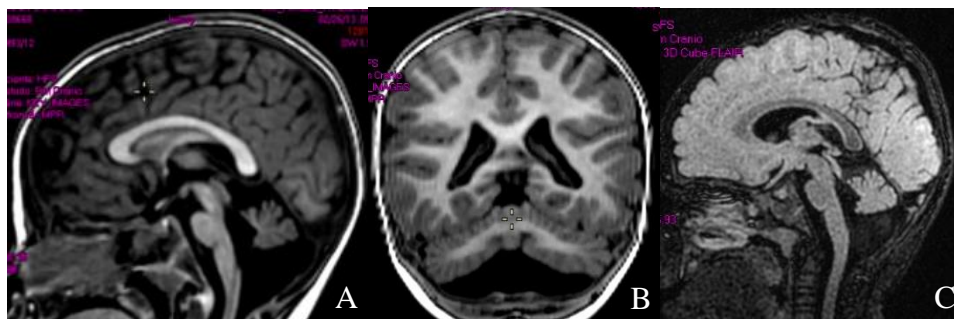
Caso 3.1. Sequências Sagital T1 (A), Coronal T1 (B) e Sagital FLAIR (C). Hipoplasia cerebelar, discreta hipoplasia da ponte, com conseqüente alargamento do espaço liquórico da fossa posterior em seu aspecto inferior
